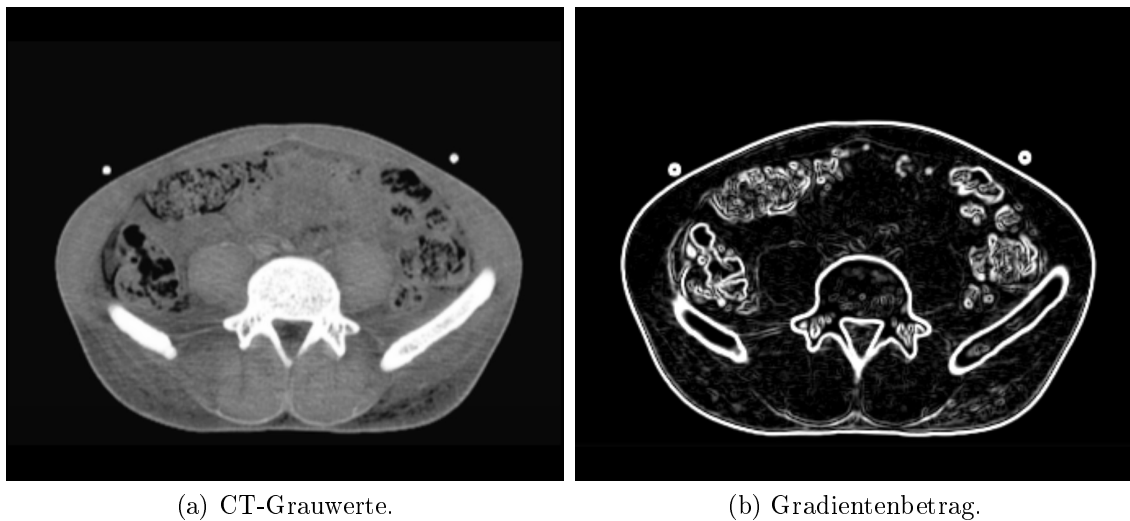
Schicht eines CT-Datensatzes mit dazugehörigem Gradientenbetrag.
